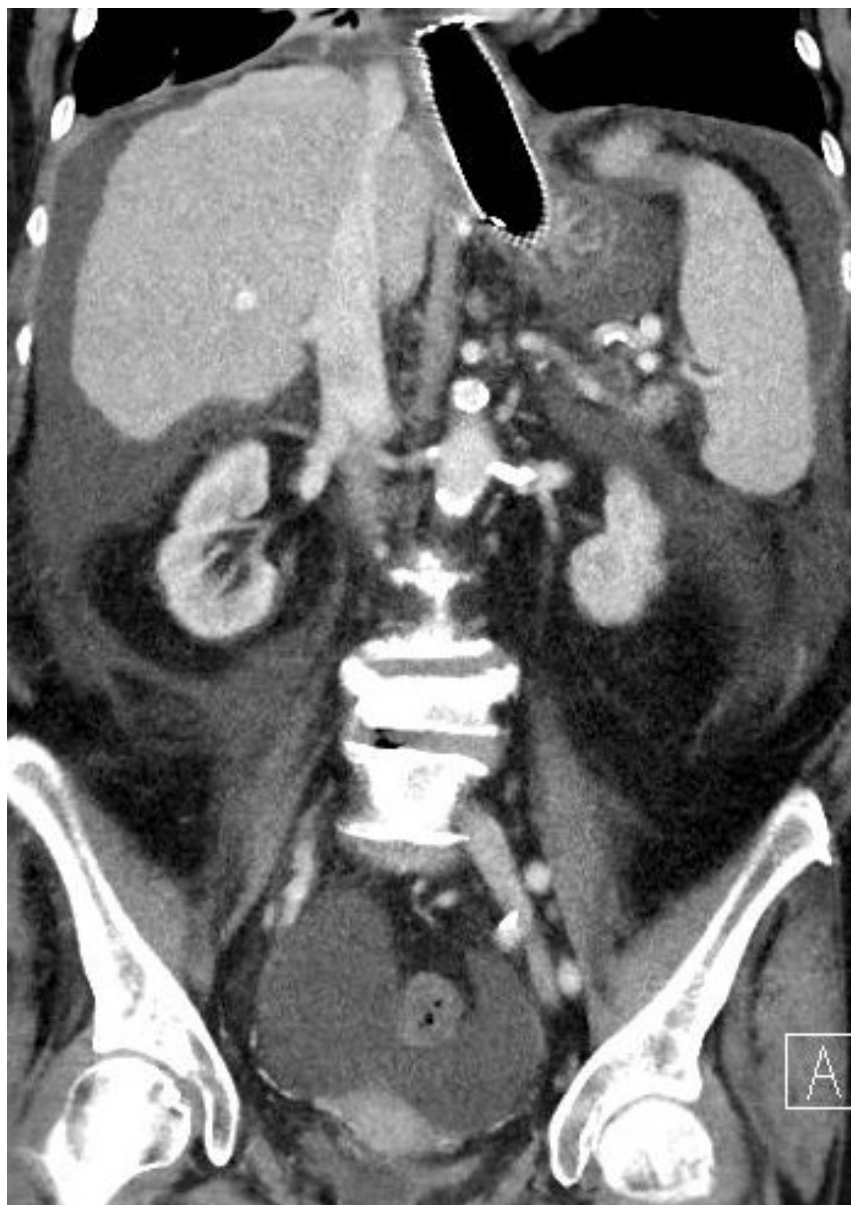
CT vyšetření pacienta s akutním krvácením z jícnových varixů, které se nepodařilo endoskopicky ošetřit. Pacientovi byla zavedena Sengstakenova - Blakemorova sonda a byl indikován k urgentnímu provedení TIPS.
